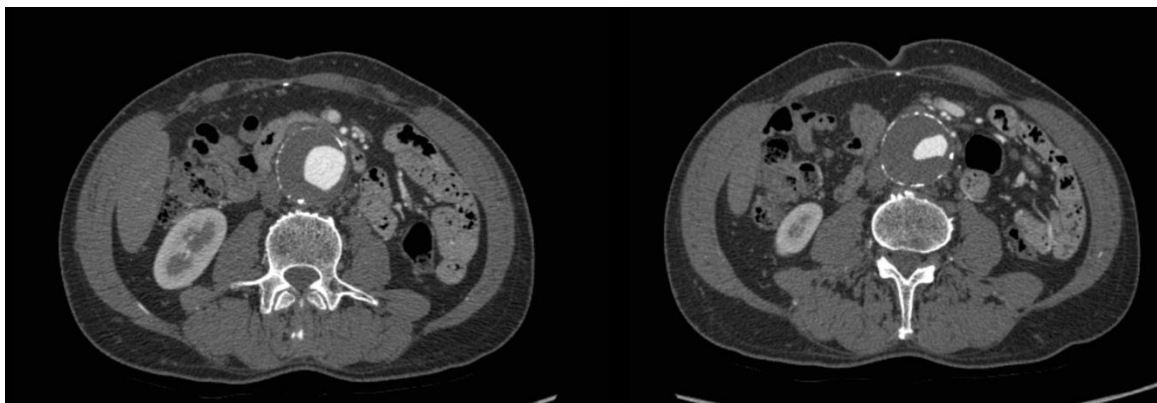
Аневризма инфраренального отдела аорты по результатам СКТ с применением контрастирования
